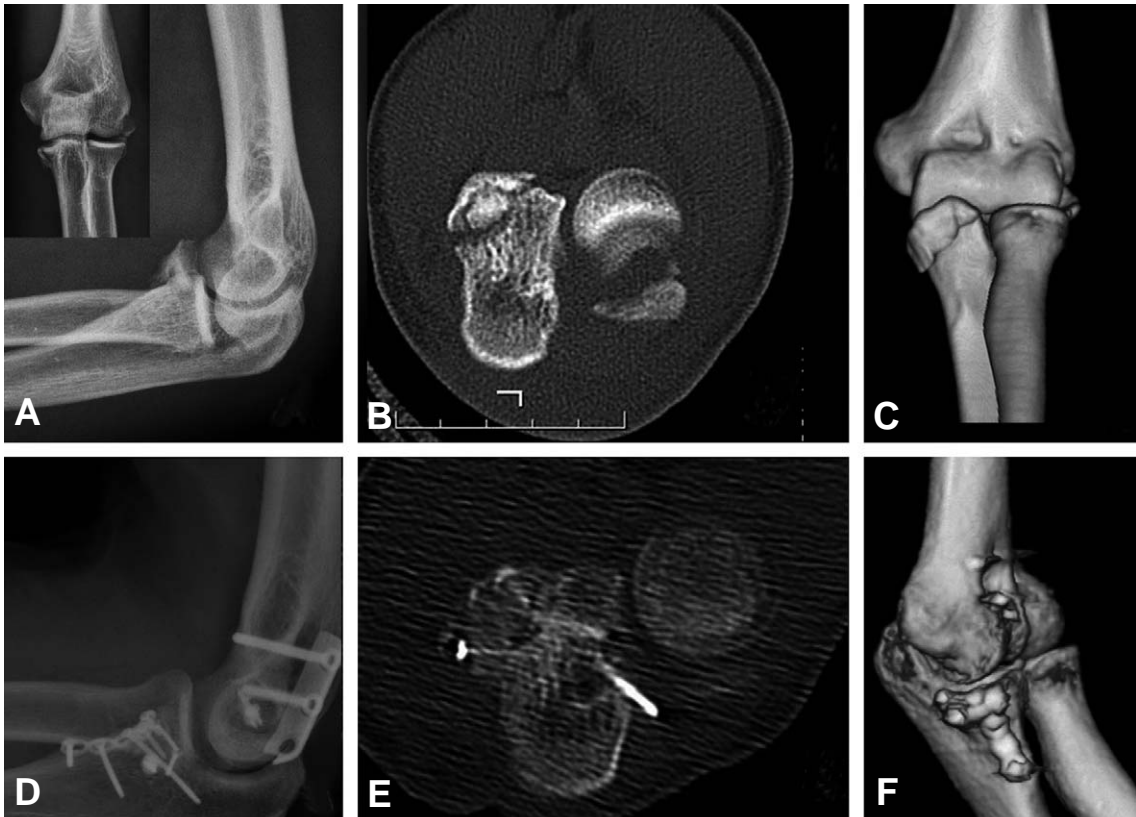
(A, B) A radiographs show the coronoid process fracture and associated lateral condylar fracture. (C) CT films demonstrate that the coronoid process fracture is located in anteromedial portion of coronoid process and involves more than 50% with articular depression. (D, E, F) the postoperative radiographs show that the coronoid process fracture is anatomically reduced.
